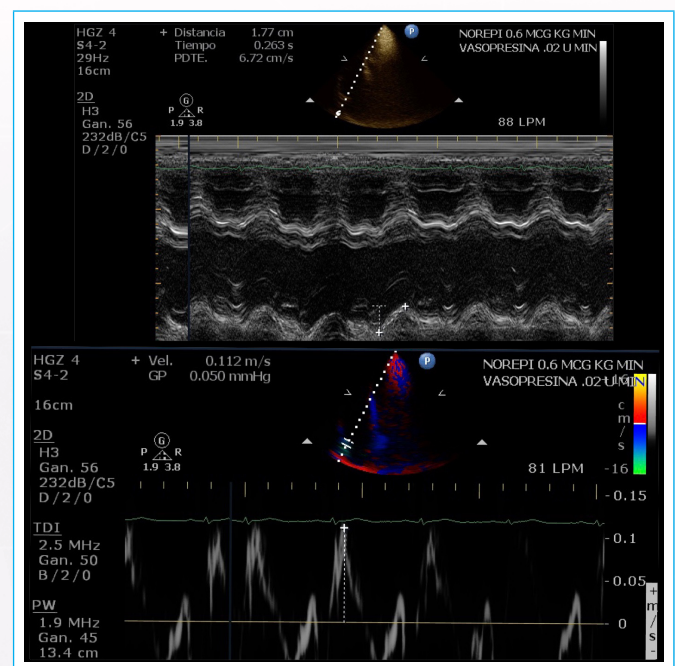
La evaluación de la función sistólica del Ventrículo derecho a través de *Doppler* tisular y modo M se observa normal.
